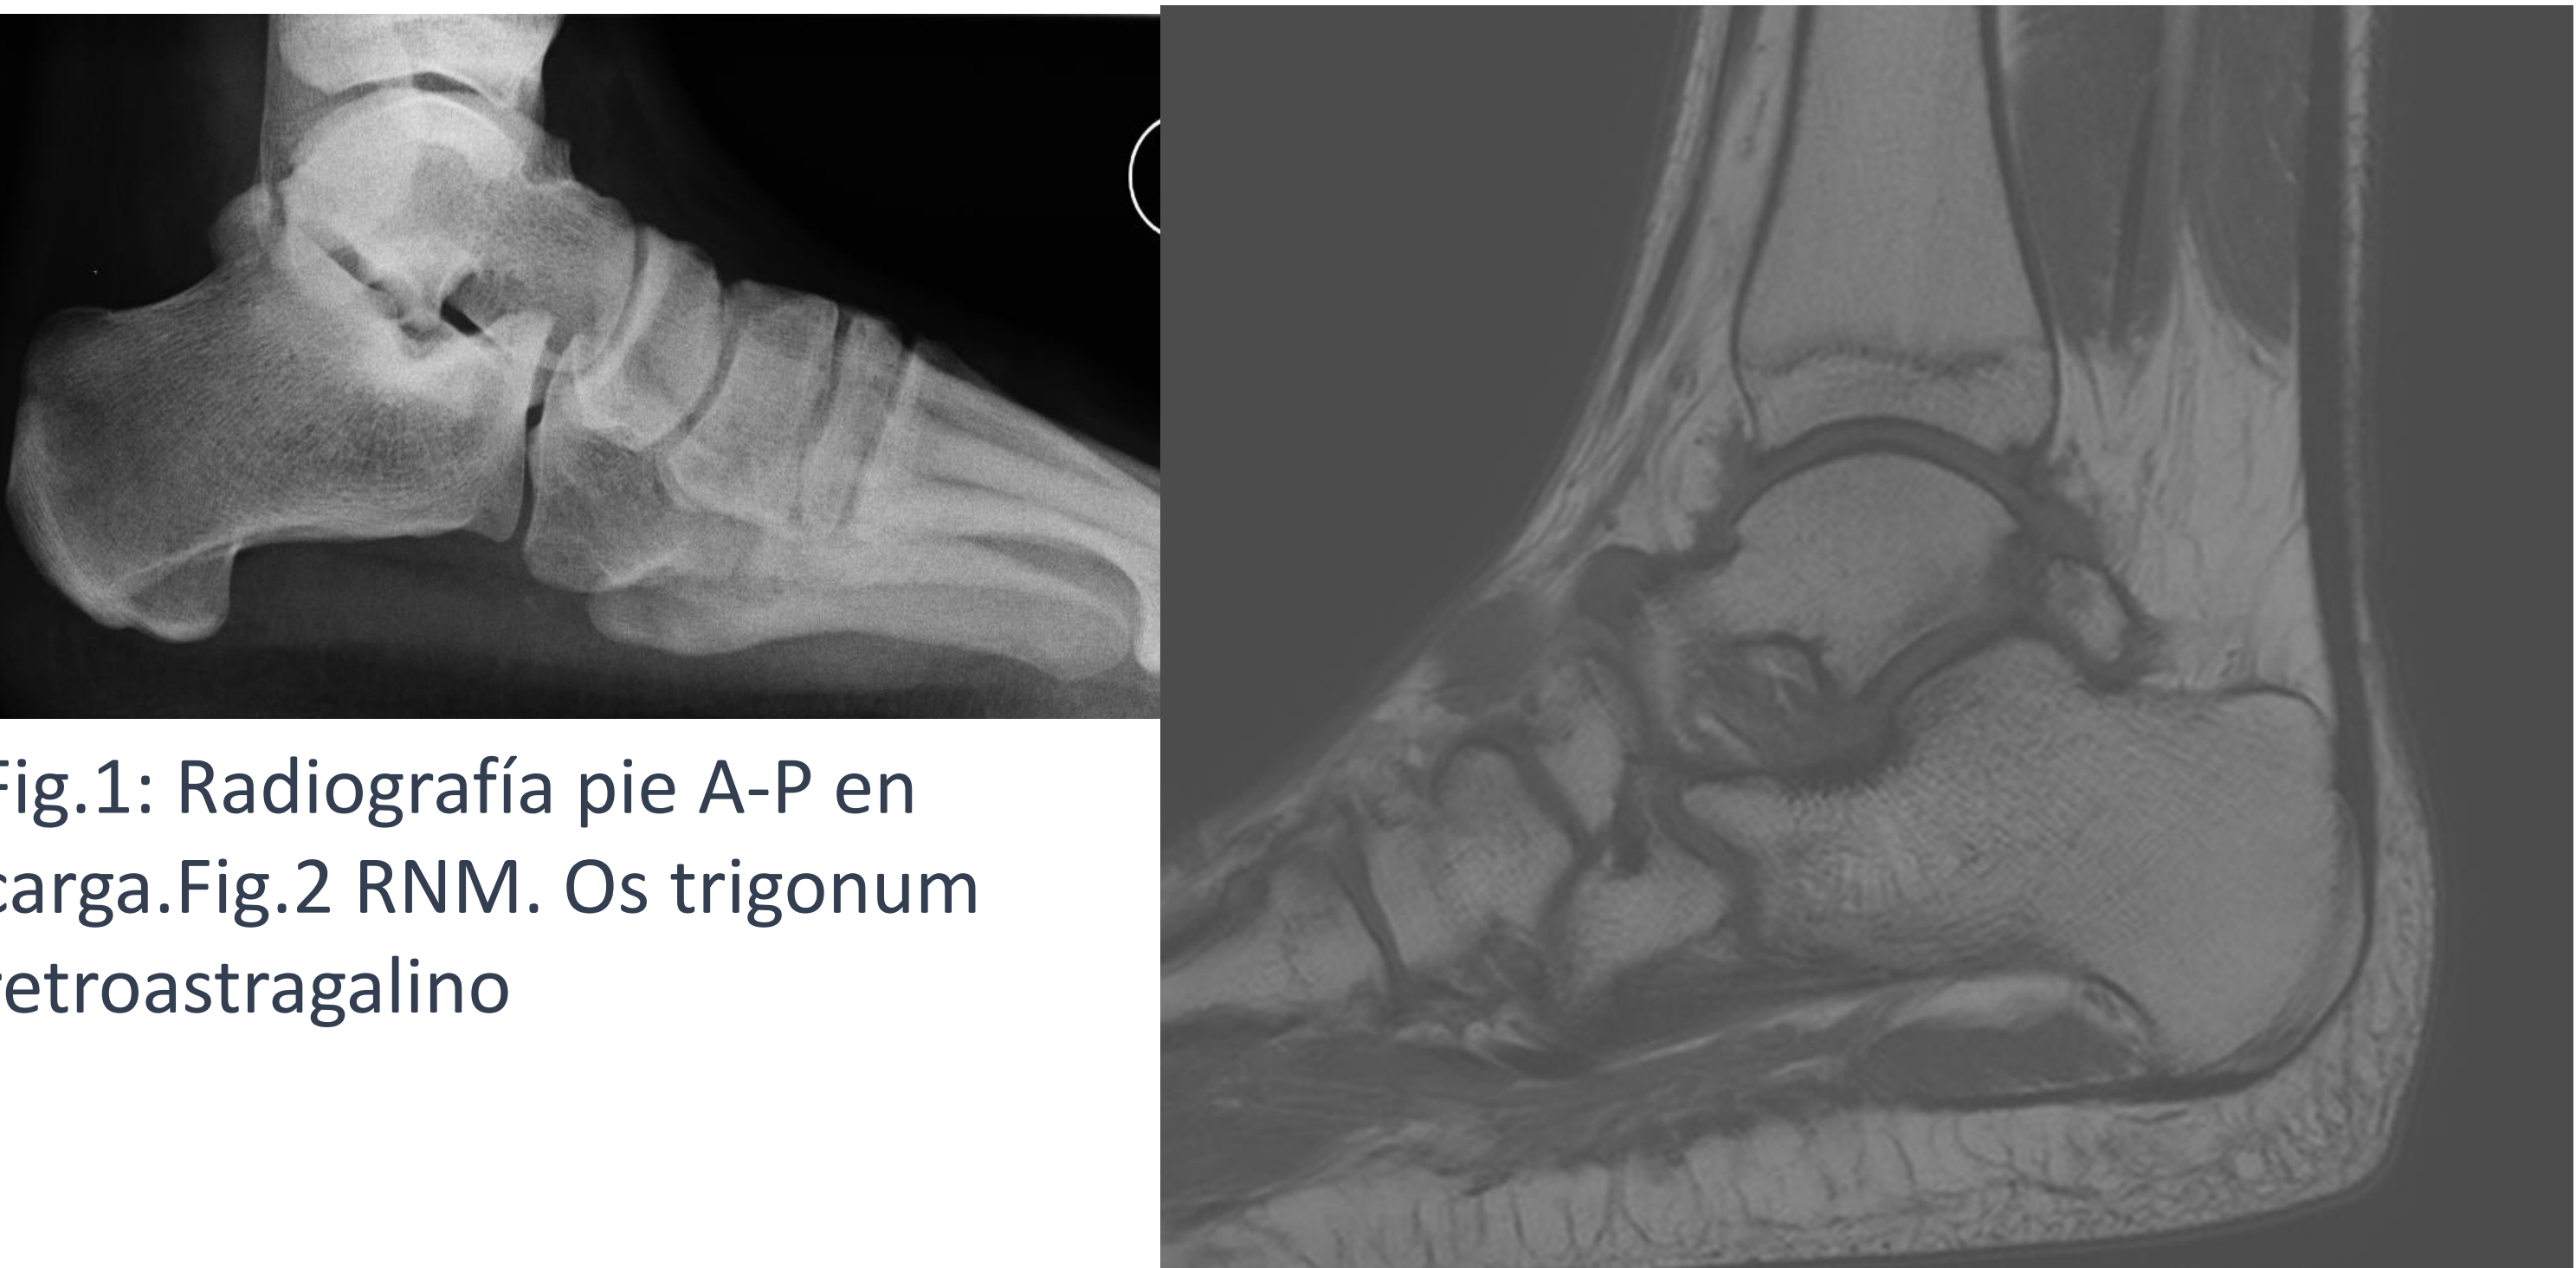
Radiografía pie A-P en carga.Fig.2 RNM. Os trigonum retroastragalino
